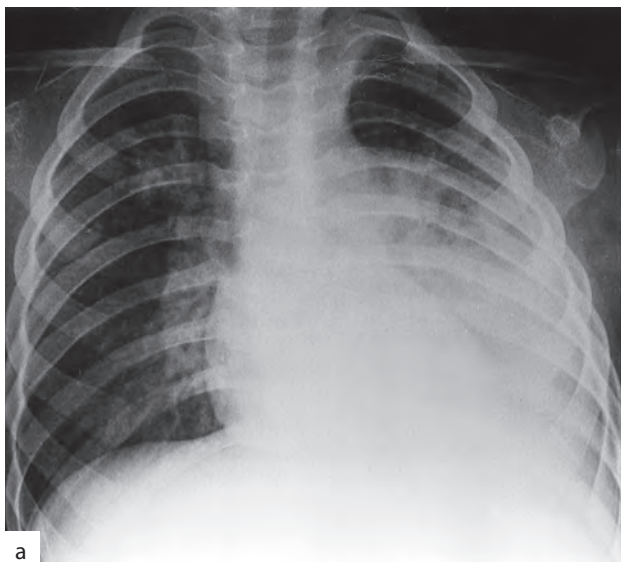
УЗИ органов грудной полости. На рентгенограмме (а) определяется субтотальное затемнение левого легочного поля, что может быть обусловлено пневмонией, плевритом, ателектазом или сочетанием нескольких процессов. При УЗИ (б) выявляются жидкость в плевральной полости над диафрагмой и уплотненная за счет воспалительной инфильтрации нижняя доля левого легкого
